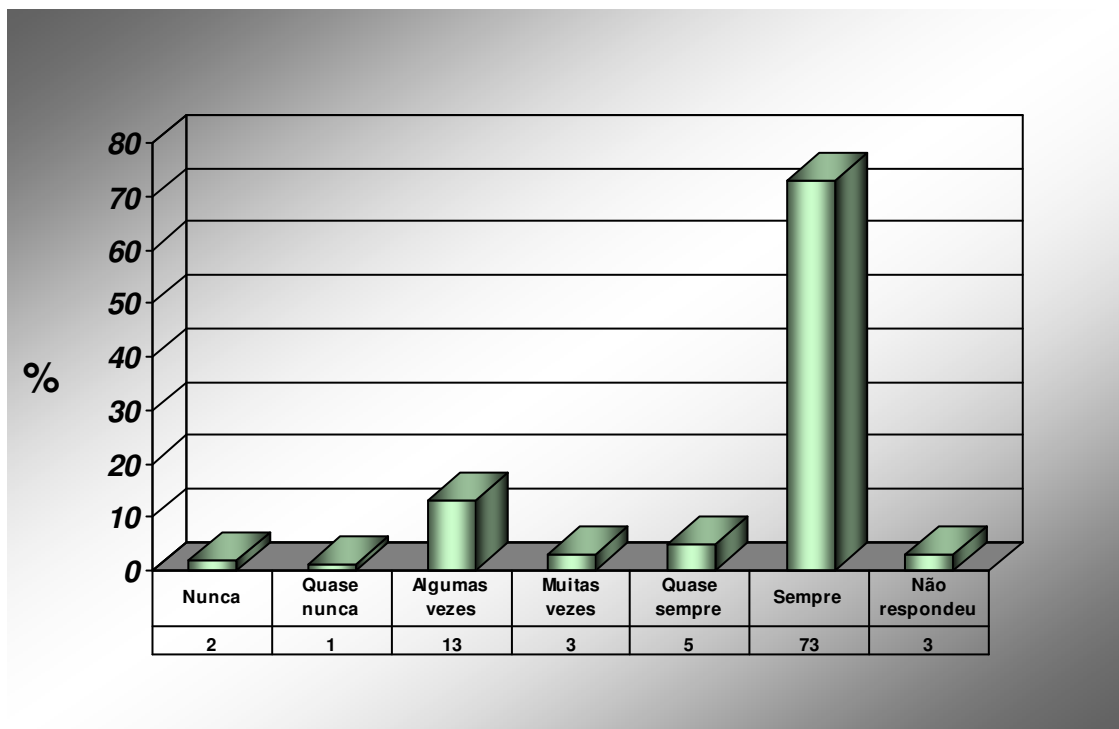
Frequência com que os contactantes de TB realizam Radiografia de tórax, quando necessário, segundo os profissionais das equipes de saúde - Santa Rita/ PB, 2008.
